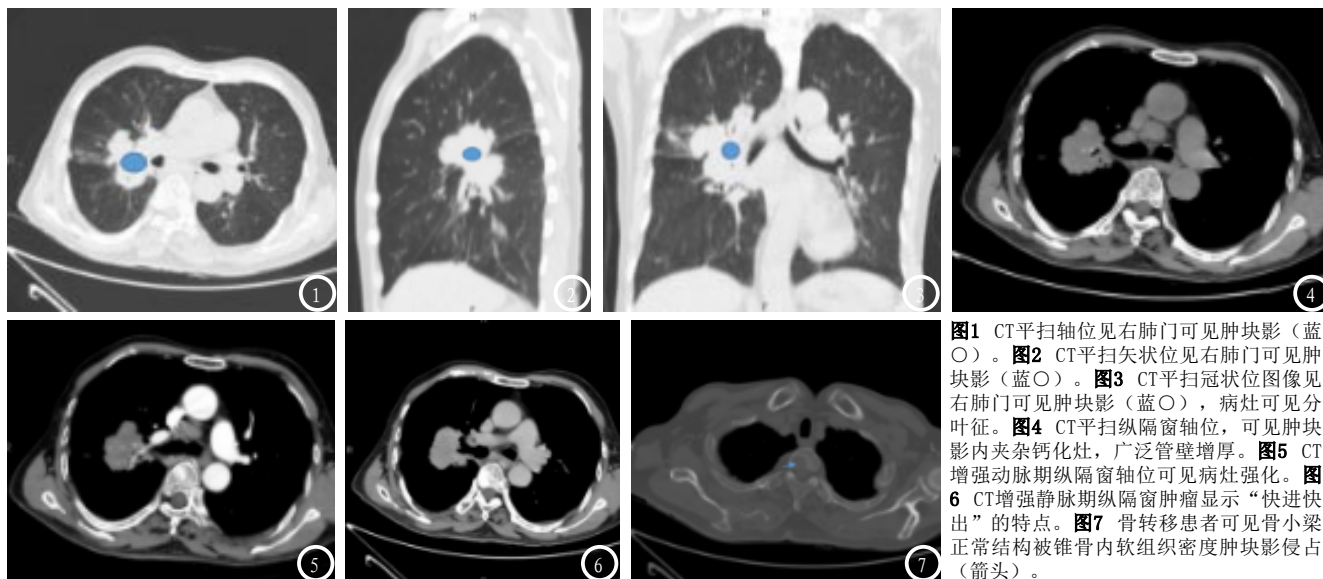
CT平扫轴位见右肺门可见肿块影(蓝○)。图2 CT平扫矢状位见右肺门可见肿块影(蓝○)。图3 CT平扫冠状位图像见右肺门可见肿块影(蓝○), 病灶可见分叶征。图4 CT平扫纵隔窗轴位, 可见肿块影内夹杂钙化灶, 广泛管壁增厚。图5 CT增强动脉期纵隔窗轴位可见病灶强化。图6 CT增强静脉期纵隔窗轴位显示“快进快出”的特点。图7 骨转移患者可见骨小梁正常结构被锥形内软组织密度肿块影侵占(箭头)。
